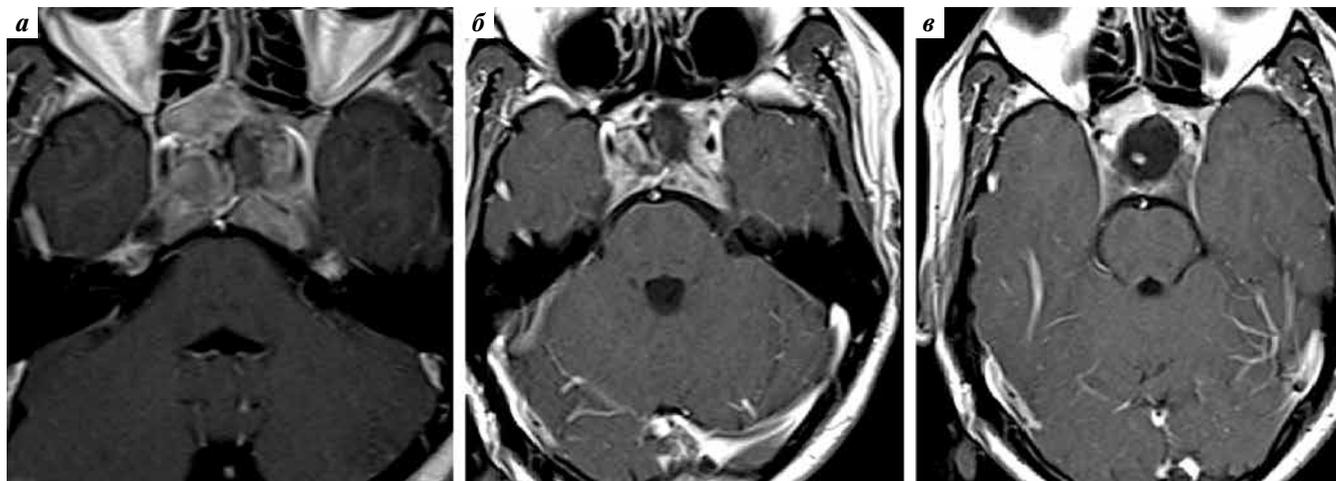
Томограммы головного мозга пациента Л.: а – уменьшение объема опухоли через 6 мес после повторного курса лучевой терапии, б – небольшие остатки опухоли через 2,5 года после повторного курса лучевой терапии, в – практически полный ответ опухоли на лечение через 4 года после повторного курса лучевой терапии (обращает на себя внимание наличие «пустого» турецкого седла)
